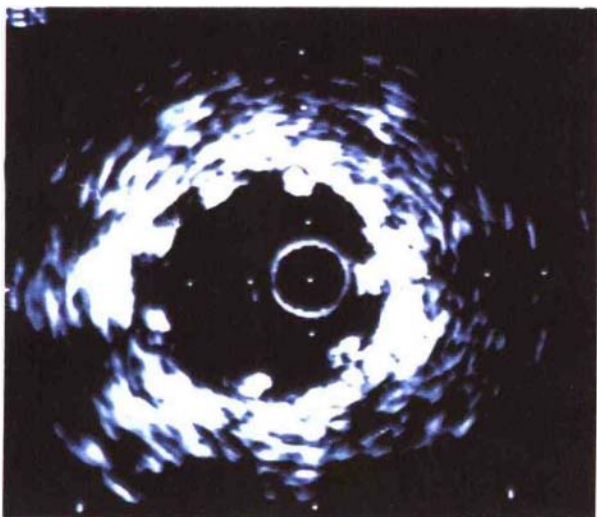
冠状动脉内支架植入术后血管内超声所见
